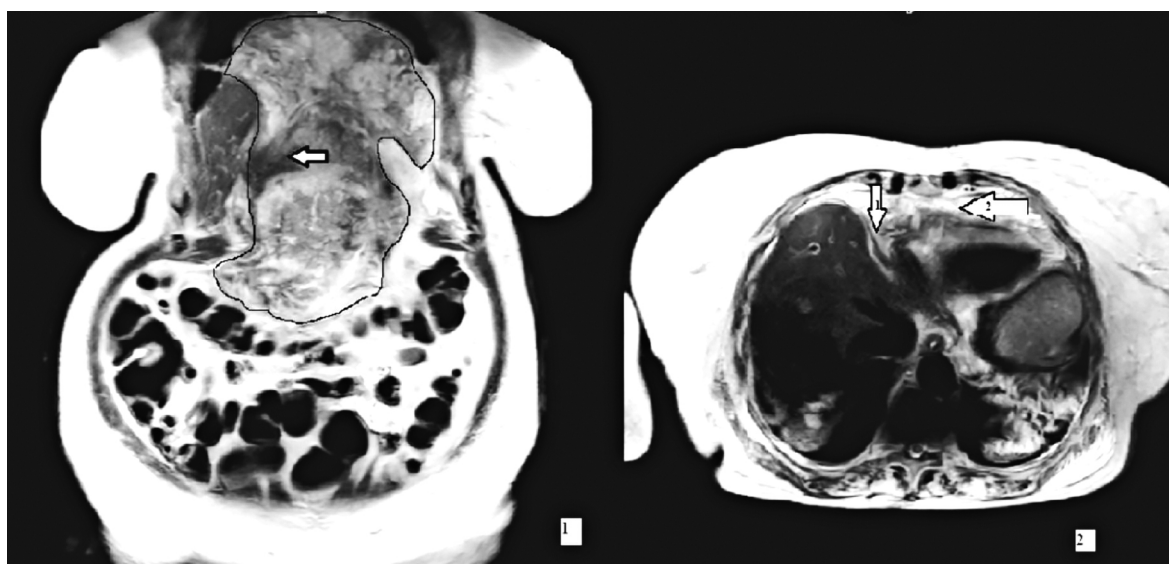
МРТ органов брюшной полости в корональной (1) и аксиальной (2) плоскостях
